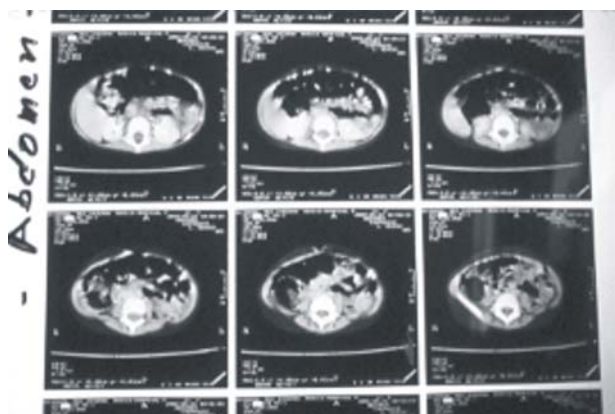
TAC de abdomen sin actividad tumoral.
